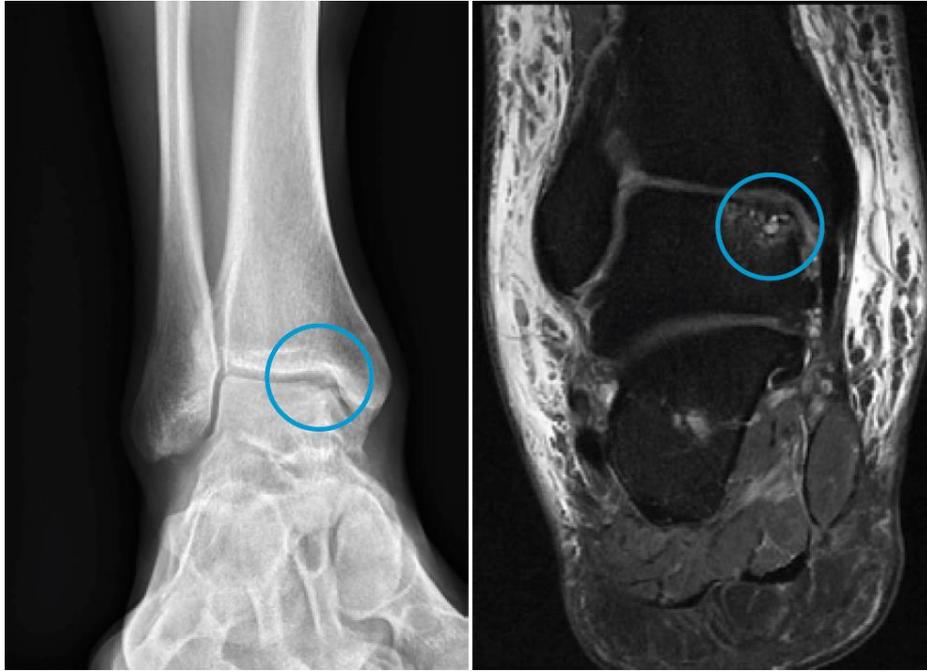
Röntgenbild (links) und MRI (rechts) mit osteochondraler Läsion am Talus
